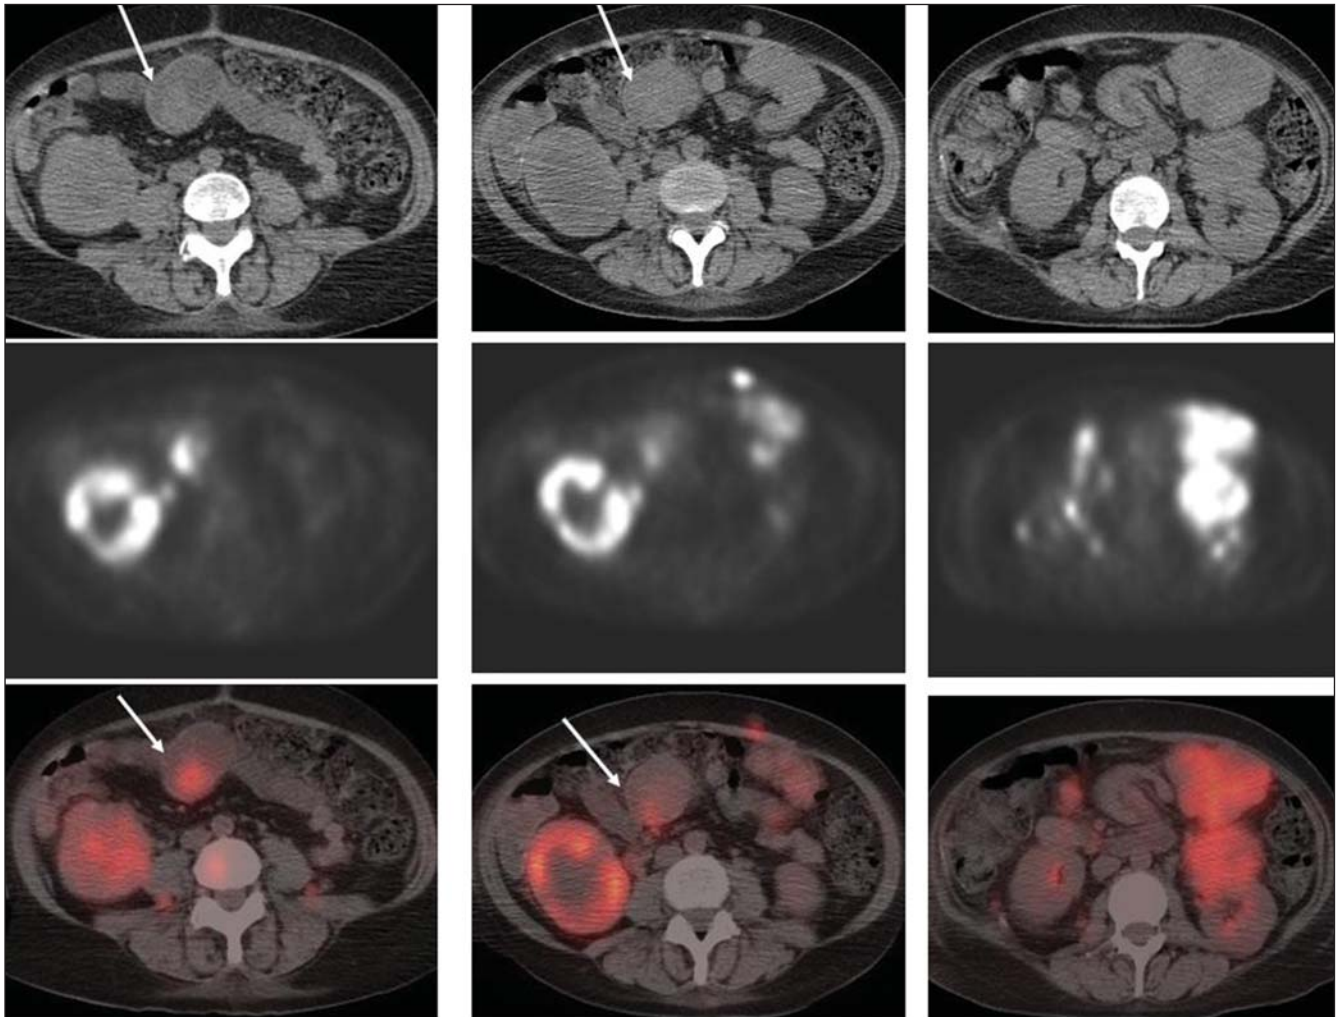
Imagens axiais de PET-TC para reestadiamento (linha superior: TC isolada; linha intermediária: PET isolada; linha inferior: imagem combinada PET-TC) demonstram intenso hipermetabolismo em múltiplas massas omentais e peritoneais, consistentes com doença metastática. Há ainda intussuscepção de segmento proximal do intestino delgado com massa ávida pelo FDG atuando como ponto desencadeante.
